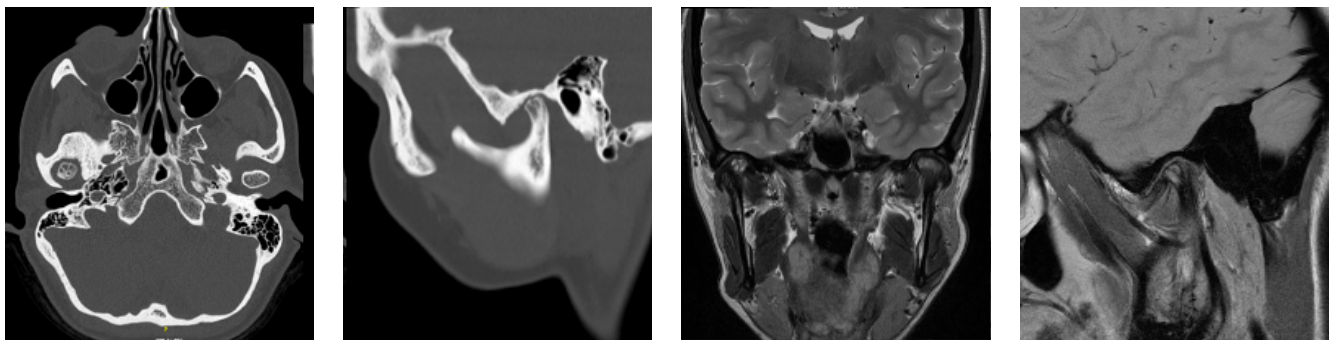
TC y RM: lesión ósea excrecente en el margen superomedial del cóndilo derecho, con características sugestivas de osteoma u osteocondroma.
